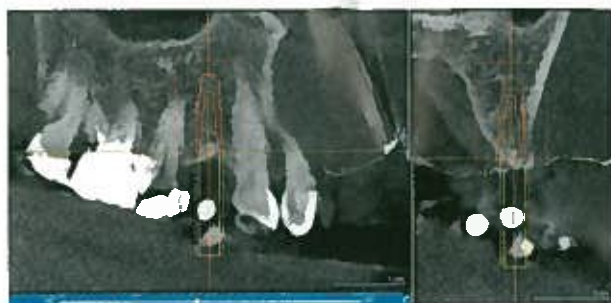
CTでのインプラント埋入シミュレーション。
